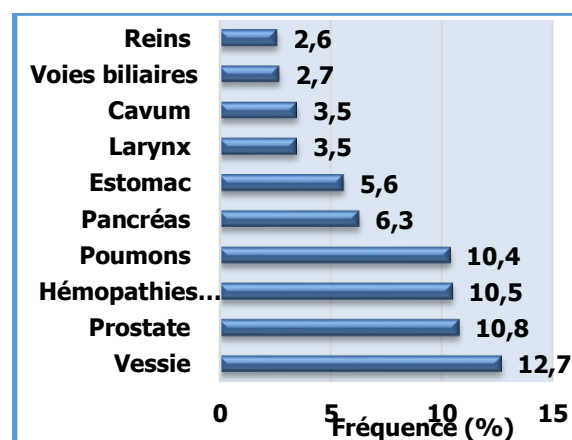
Répartition des cas de cancer selon la localisation chez l'homme à l'HMRUO/2^{ème} RM (2020-2021)
